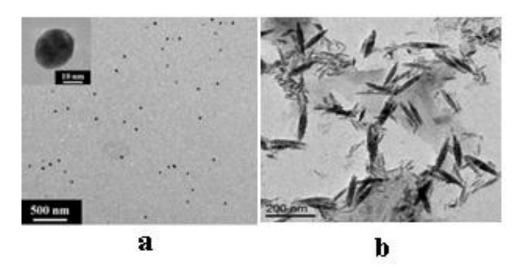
ПЭМ снимки наночастиц золота: а) сферические из массивного раствора HAuCl<sub>4</sub>; b) фузиформные из нанораствора HAuCl<sub>4</sub>
